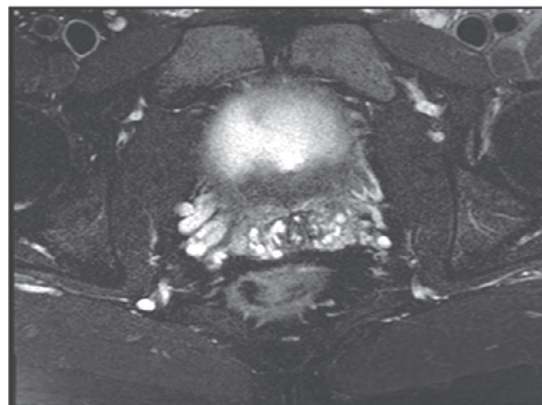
Уретро-простатичний рефлюкс сечі у хворого П., 61 рік, з гіперплазією передміхурової залози (МРТ)
